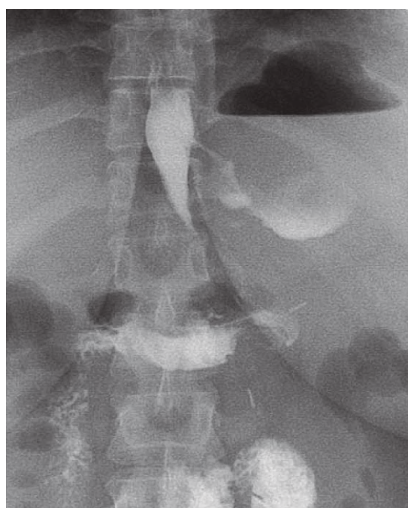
Рентгенографія шлункової трубки із екстравазацією водорозчинного контрасту та рівень рідини в порожнині абсцесу в лівому піддіафрагмальному просторі.
